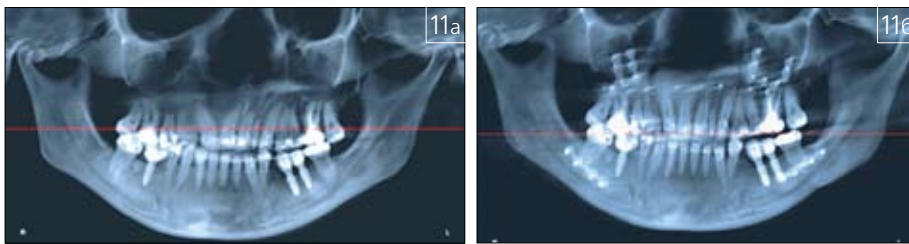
Ортопантомограмма пациентки И. с асимметрией лица, сочетающейся с трансверсальной дивергентной окклюзией, до (а) и после (б) комплексной реабилитации
